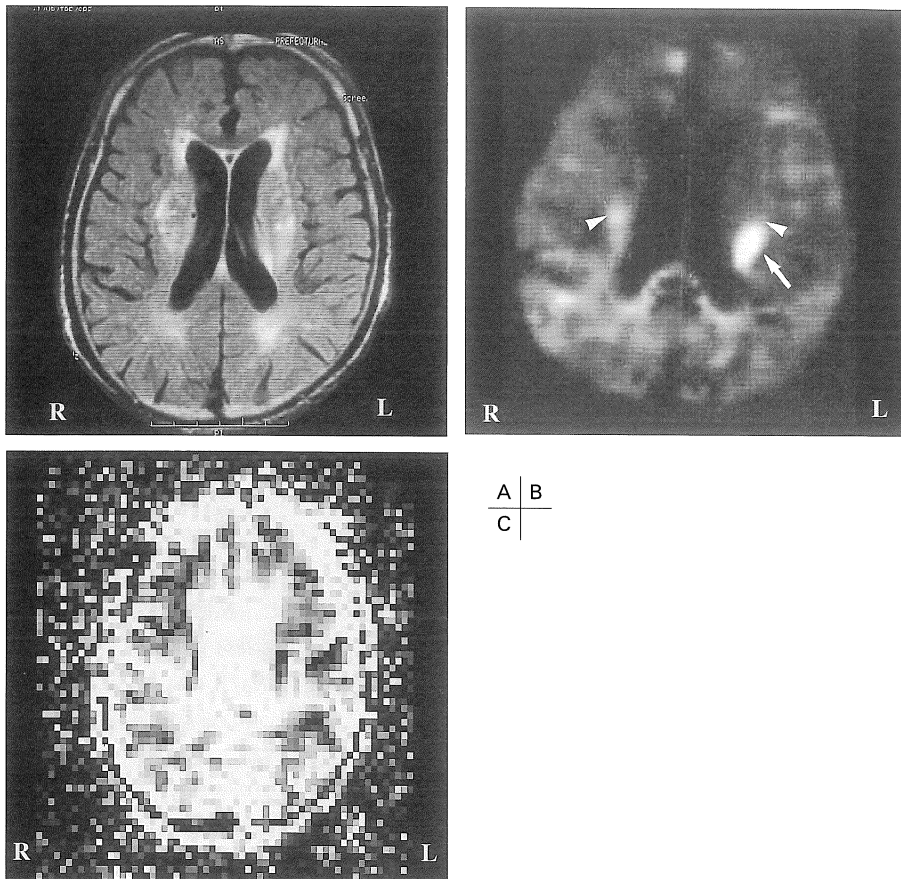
This 80-year-old male, whose symptoms were right hemiparesis and dysarthria, admitted to our hospital 2.5 hours after the onset. CT scan and FLAIR (A) could demonstrate multiple lacunar infarction, but relevant focus was unclear. Phase directional DW image (B) showed not only bilateral corticospinal tract (arrow head) but also bright signal intensity in the left corona radiata (arrow), suggesting new focus. ADC map (C) also obtained demonstrated corresponding low signal intensity in the left corona radiata.
